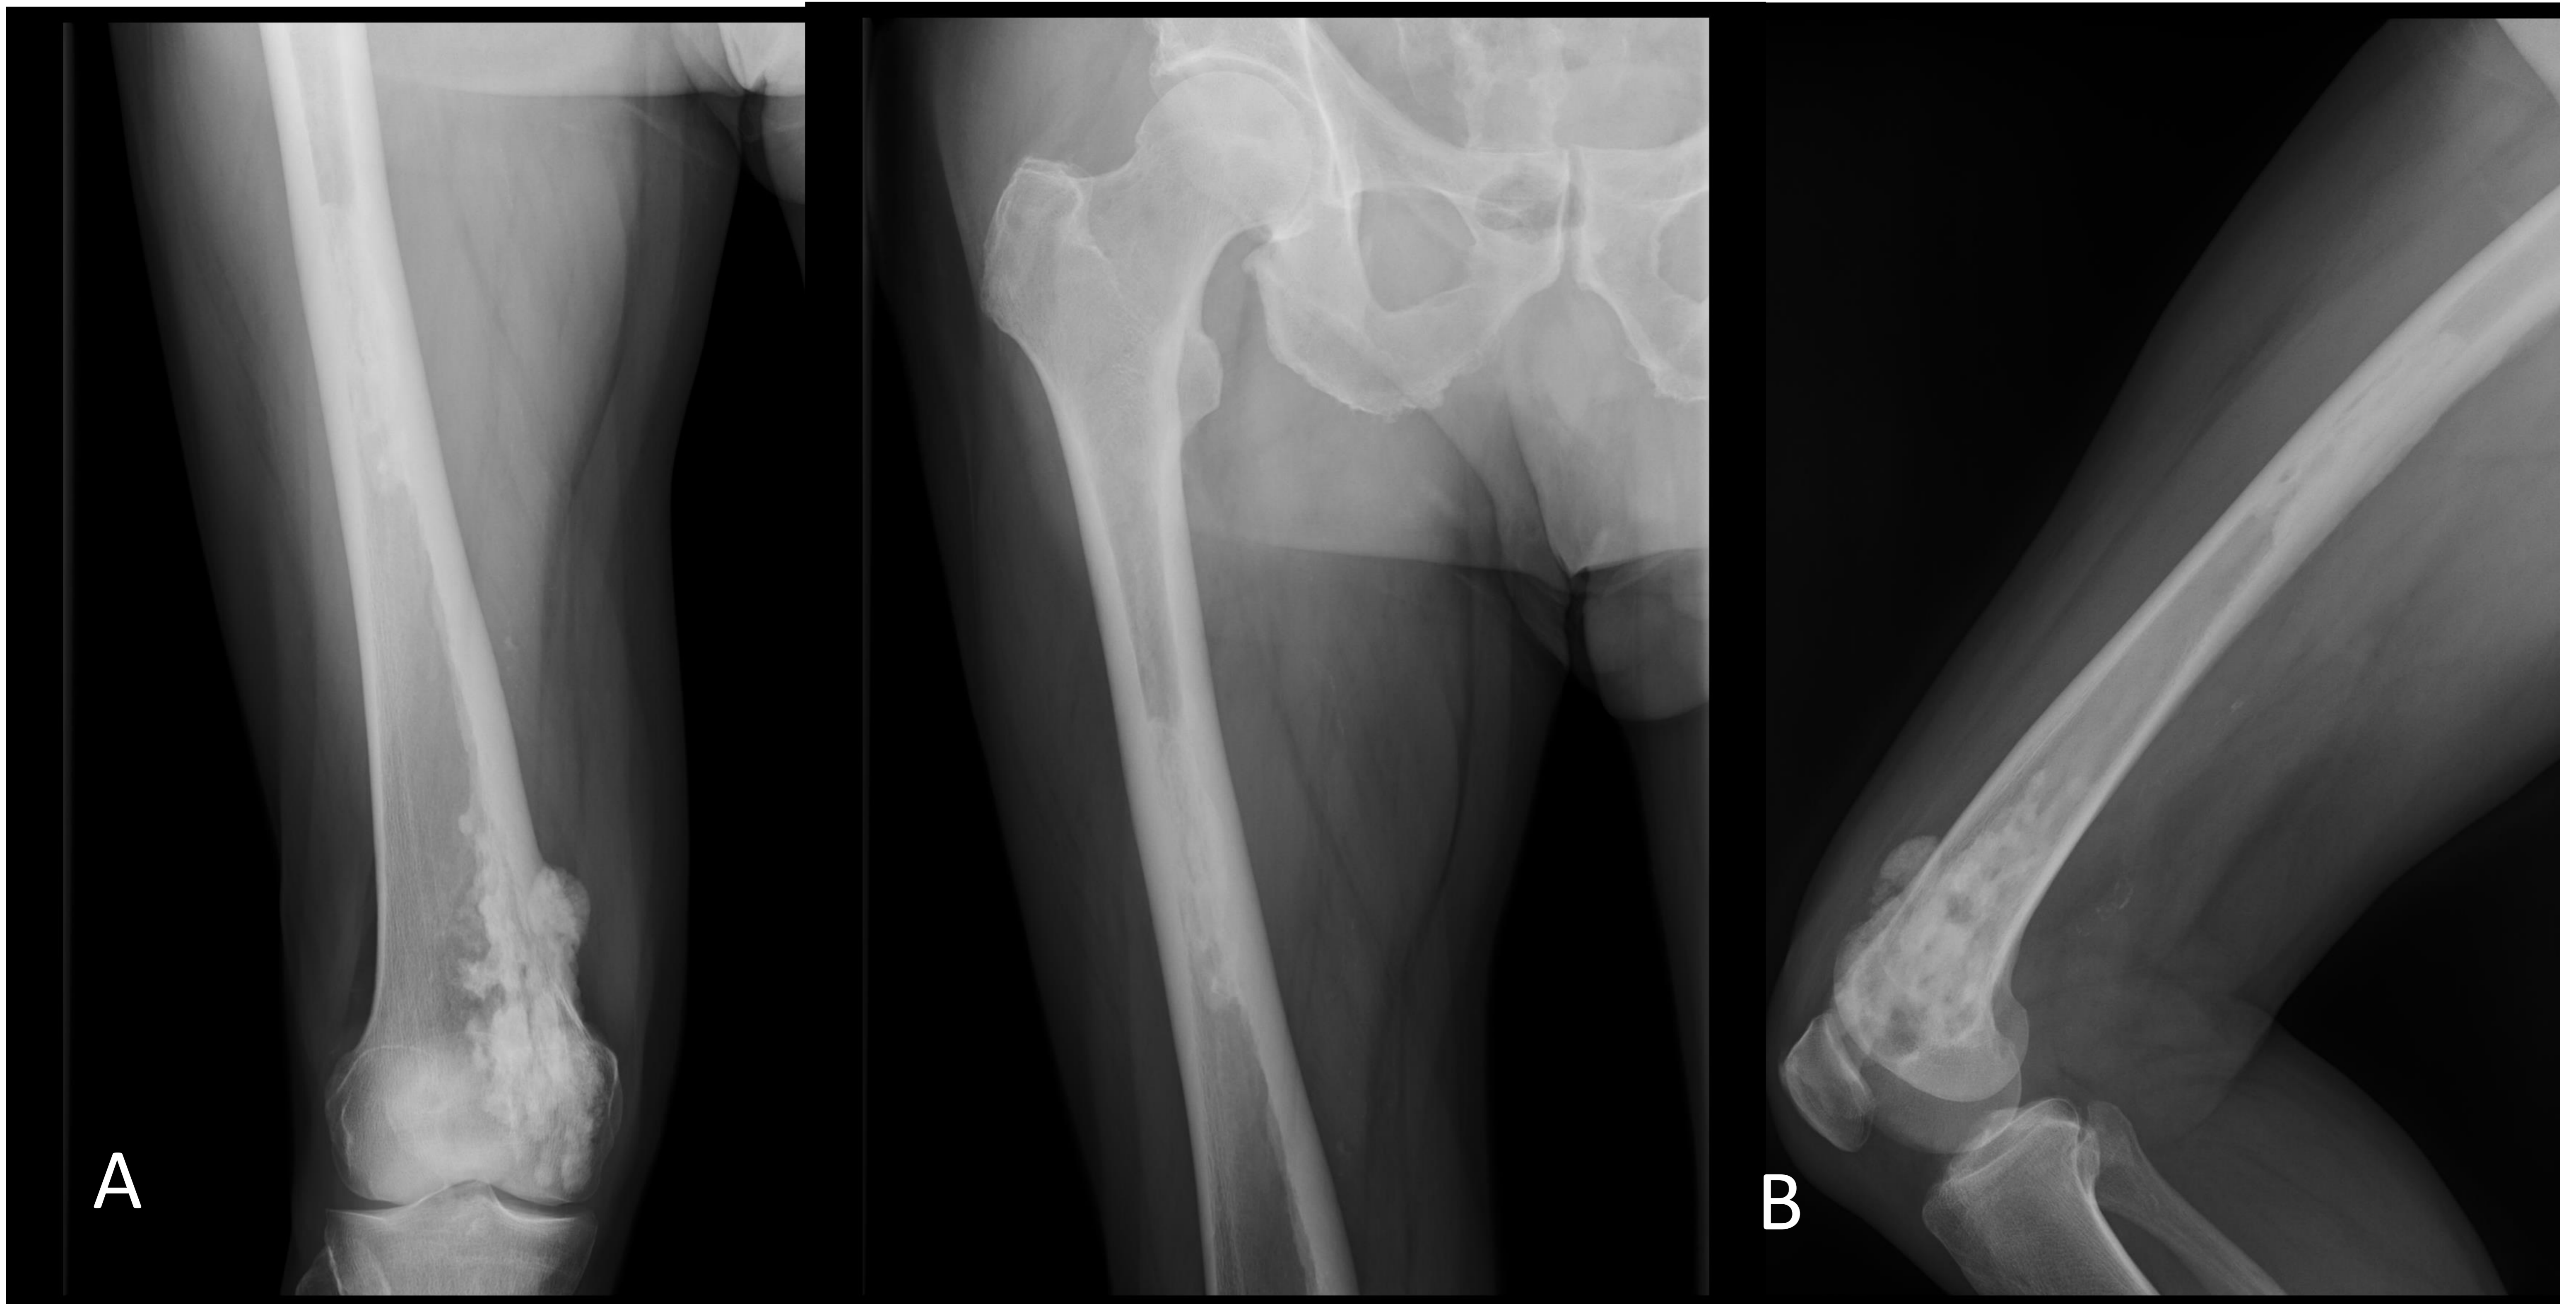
Melorreostosis. Radiografía (RX) simple de fémur derecho, anteroposterior AP (A) y lateral (B): engrosamiento cortical grosero, aspecto de «cera derretida de vela», compatible con melorreostosis.
